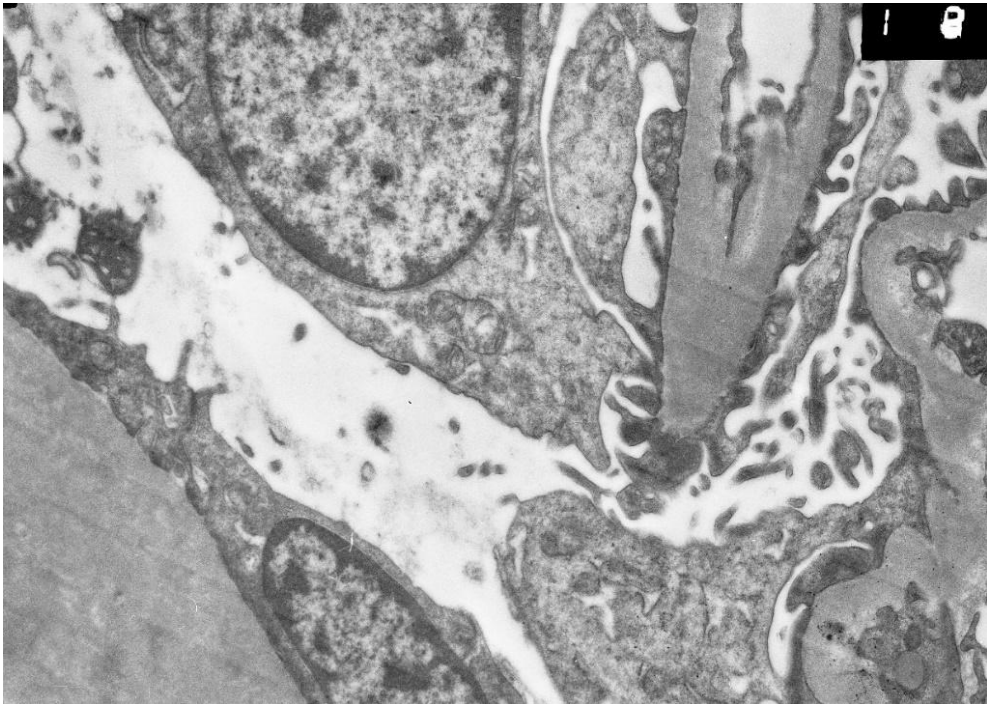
Фрагмент почечного клубочка до перфузии. В цитоплазме подоцита находятся мелкие митохондрии с частично сохранными кристами, увеличение 12000x
